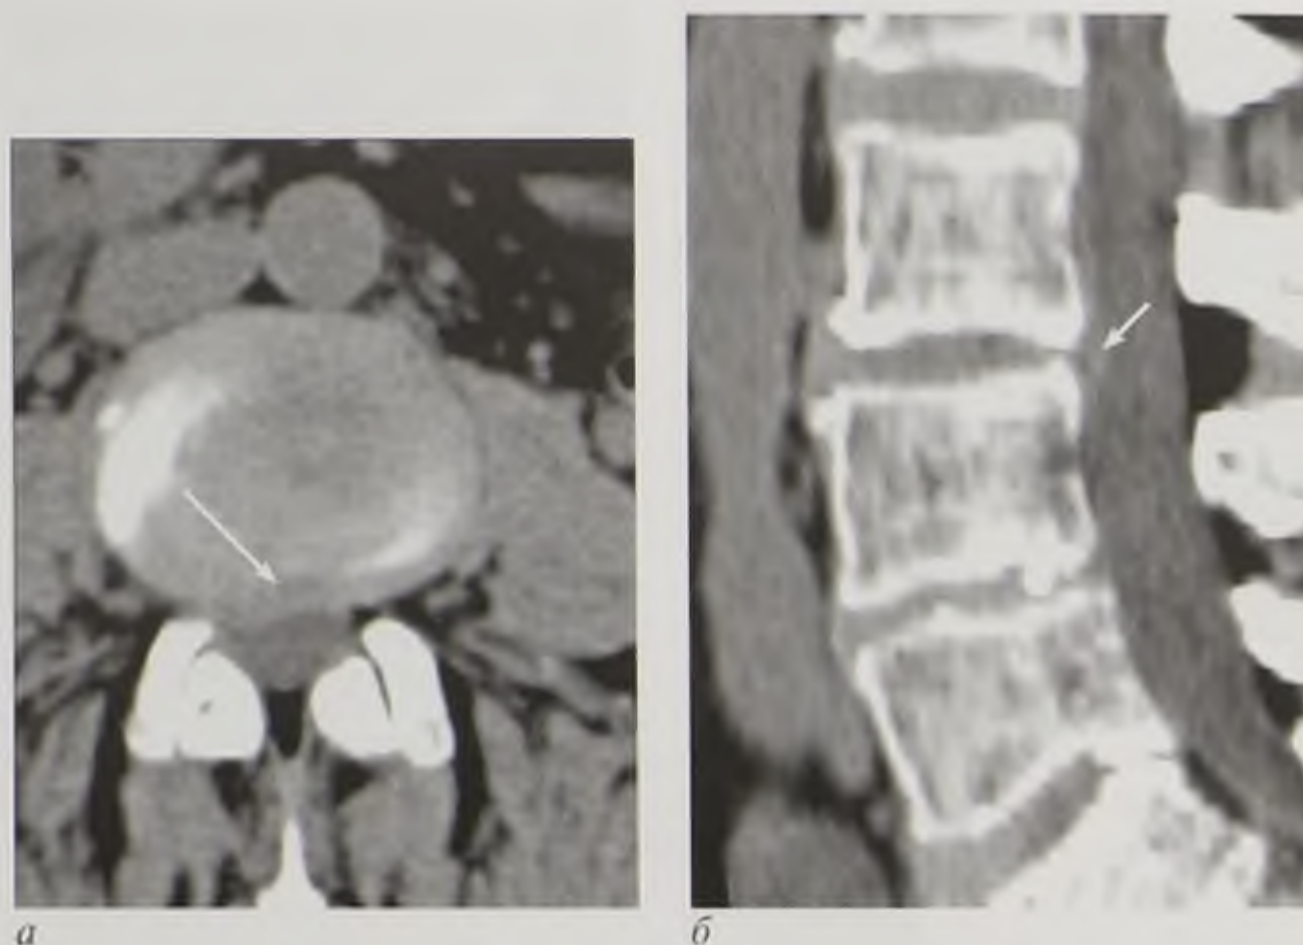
Компьютерные томограммы поясничного отдела позвоночника в аксиальной плоскости (а) и мультипланарная реконструкция в сагиттальной плоскости (б). Правосторонняя грыжа межпозвоночного диска L_{III}–L_{IV} (стрелки)
